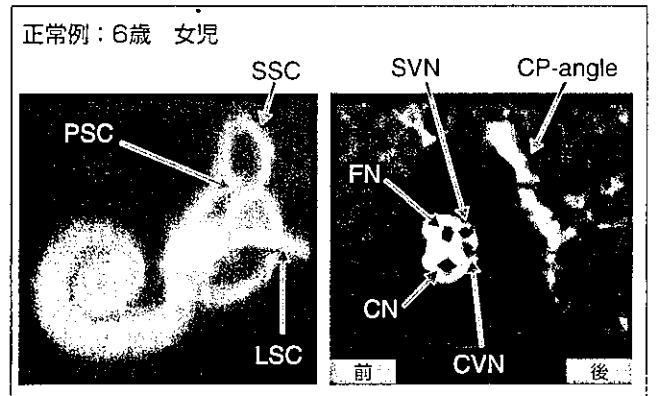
正常な内耳と内耳道断面 (3D-MRI)
